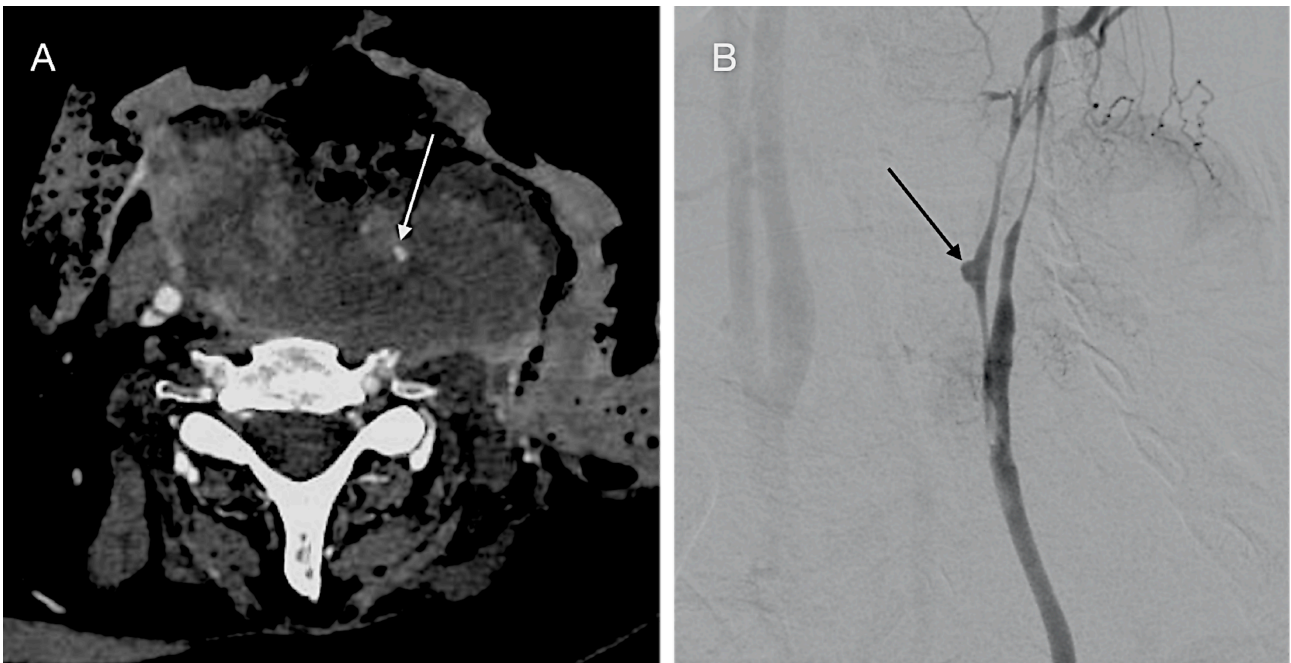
Sexo feminino, 54 anos, traqueostomizada, após radioterapia paliativa de CEC de orofaringe com hemorragia transcervical de grande volume. A, Angiotomografia computadorizada com lesão expansiva com realce heterogêneo, invasão do espaço carotídeo a esquerda, múltiplos focos de necrose e ulcerações superficiais. Note pequena formação sacular hiperdensa (seta branca) envolvida pelo tumor. B, Pseudoaneurisma em ramo da carótida externa (seta preta), com afilamento extenso das carótidas interna e ramos da externa esquerda.
